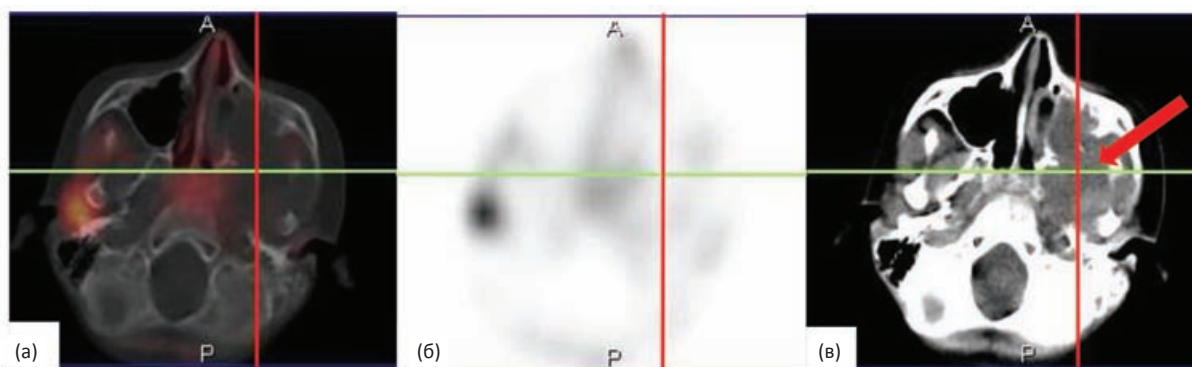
Тот же пациент, ОФЭКТ/КТ головы и шеи. Аксиальные срезы в режиме ОФЭКТ/КТ (а), ОФЭКТ (б), КТ (в). Визуализируется многоузловое объемное образование в параменингеальной области слева с вовлечением верхнечелюстной пазухи, крылонёбной и подвисочных ямок, клеток решётчатого лабиринта с деструкцией верхней и нижней челюстей, основной и решётчатой костей слева (указано стрелкой). Гиперфиксации РФП в опухоли не выявлено
